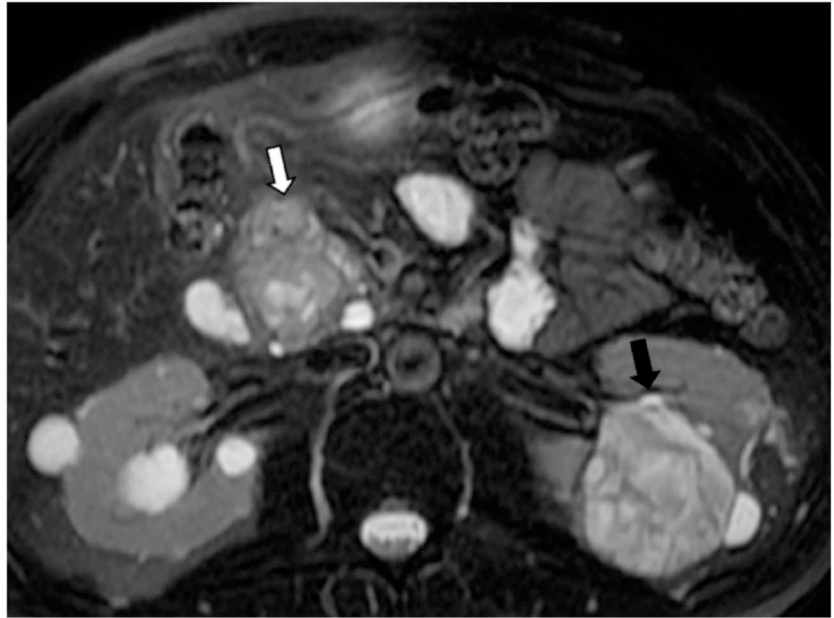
Corte axial de RM em ponderação T2 do mesmo paciente da figura anterior demonstrando tumor sólido com pequenas áreas císticas de permeio na cabeça do pâncreas (seta branca). Note o CCRcc no rim esquerdo (seta preta).
